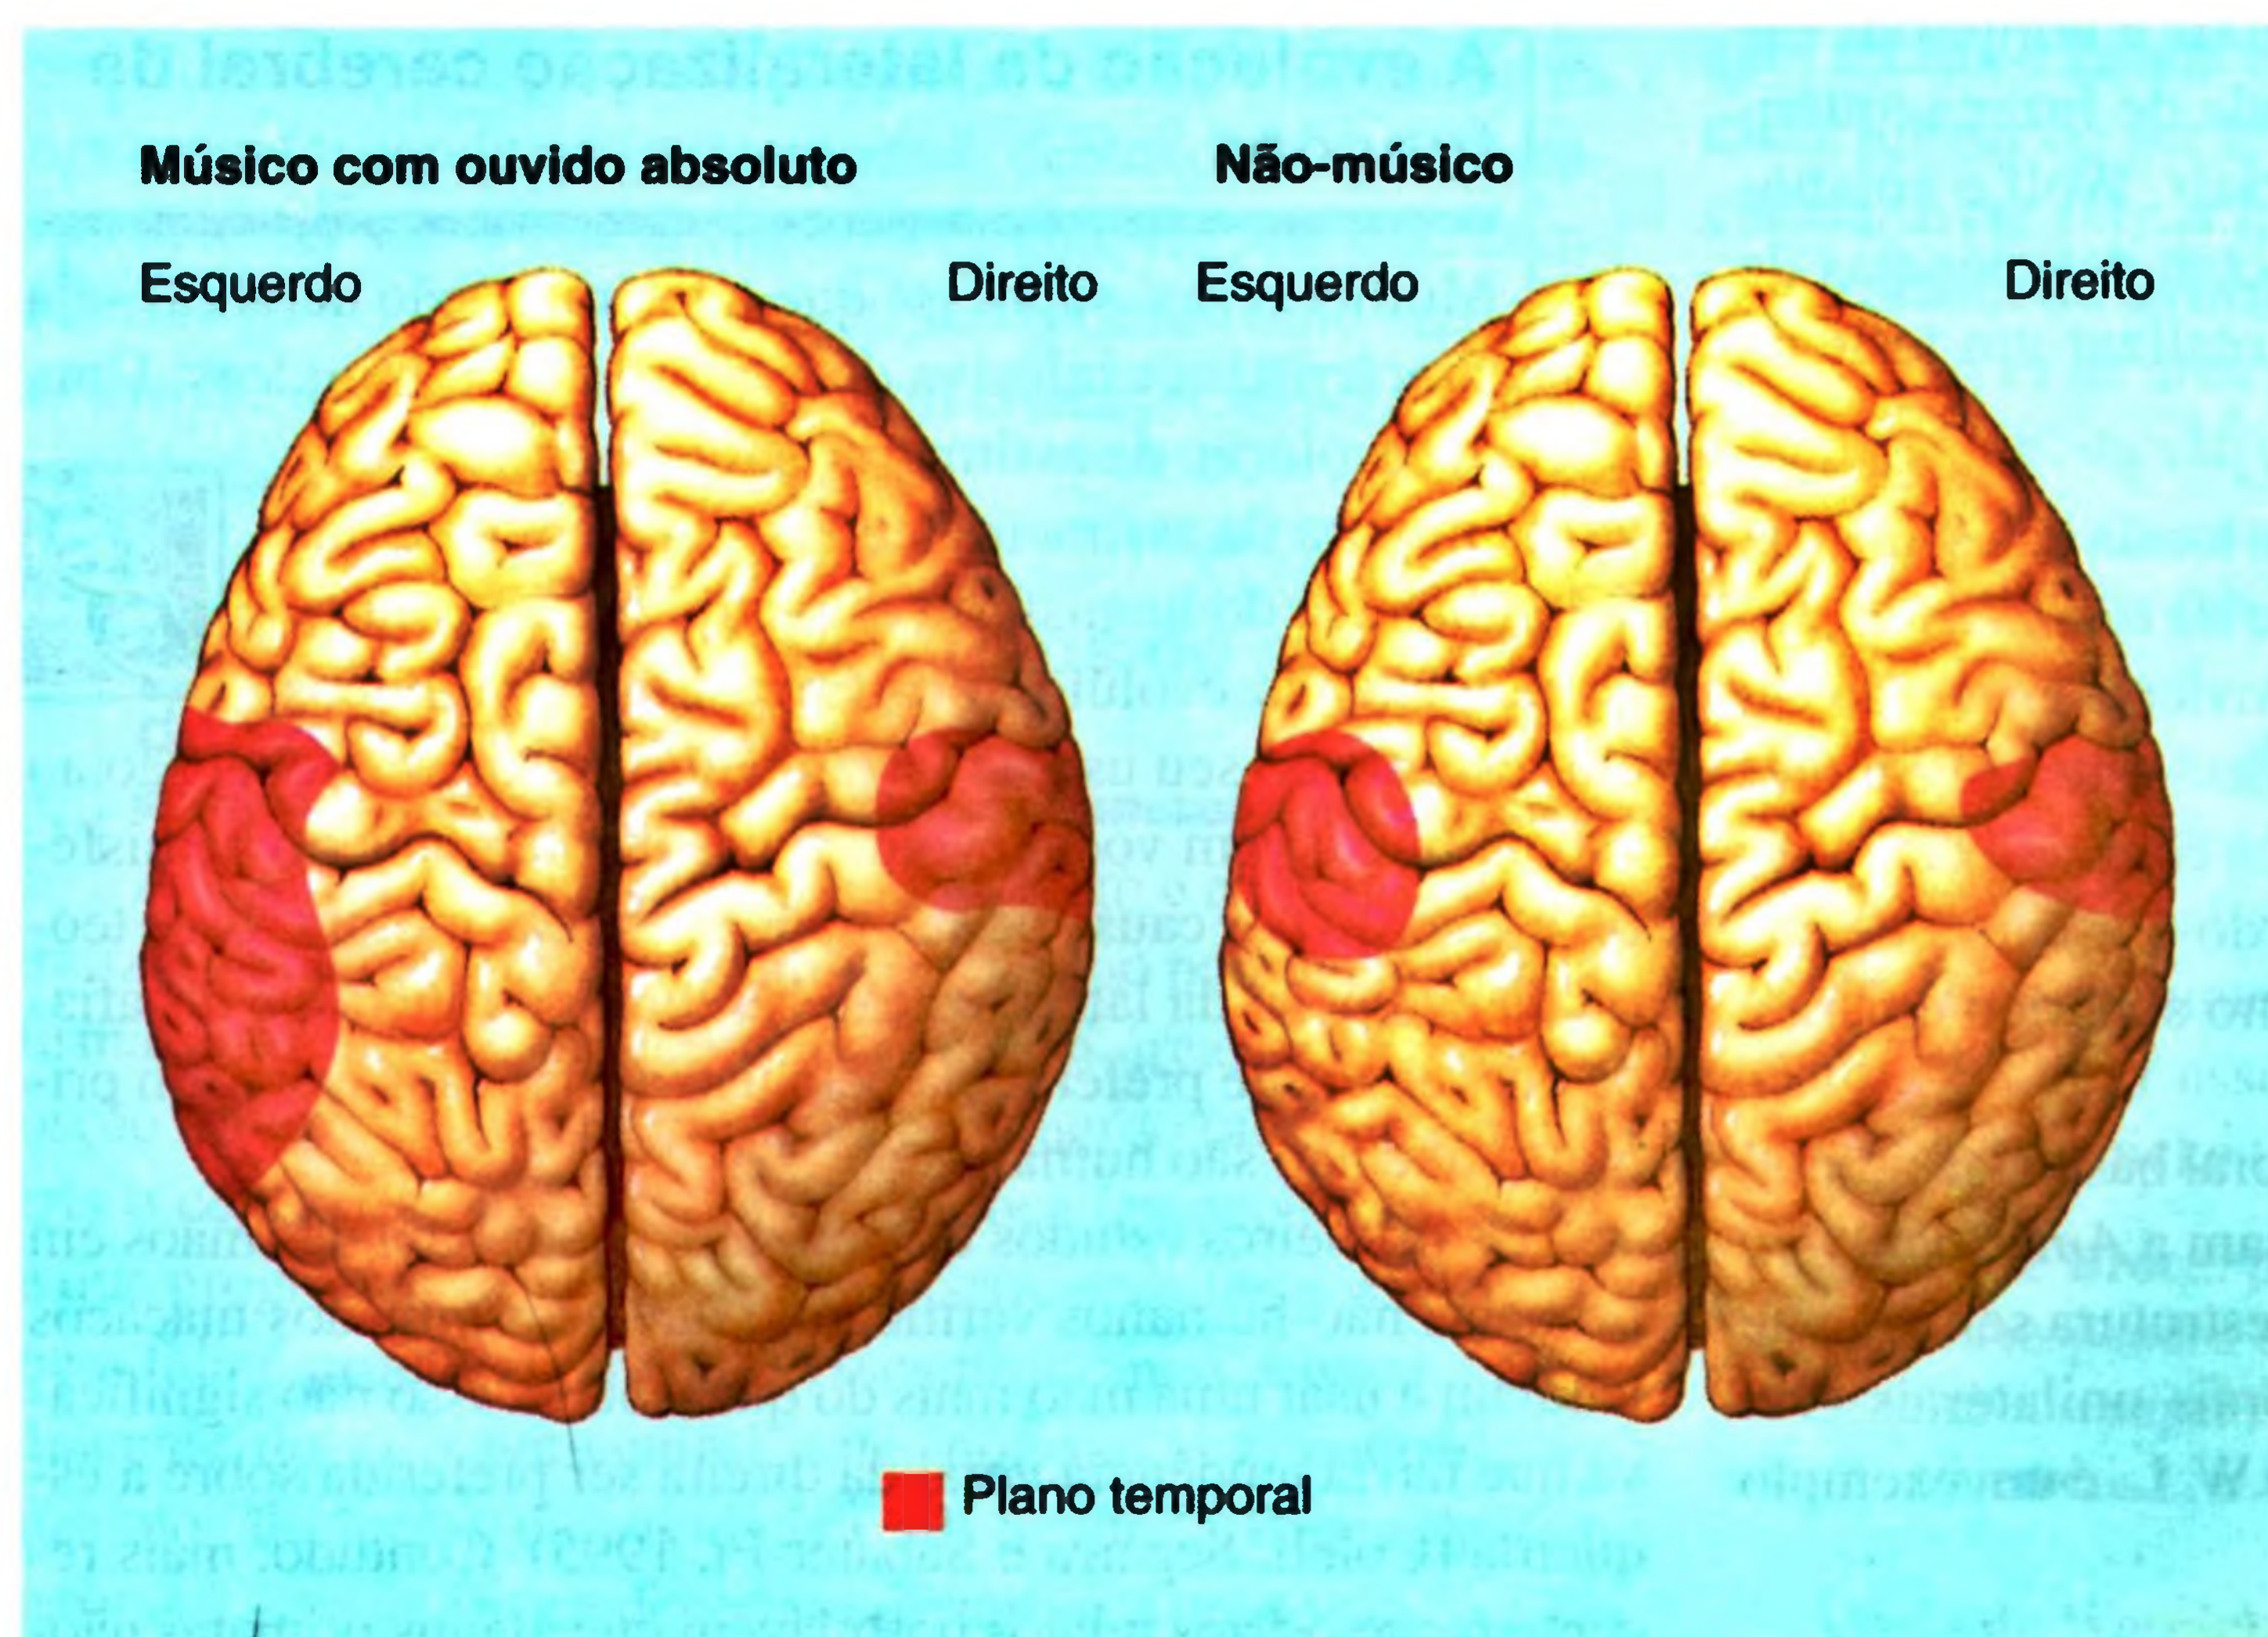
A assimetria anatômica detectada por imagem de ressonância magnética no plano temporal de músicos. Na maioria das pessoas, o plano temporal é maior no hemisfério esquerdo do que no direito. Verificou-se que a diferença é maior em músicos com ouvido absoluto do que em músicos sem ouvido absoluto ou sujeitos-controle. (Adaptada de Schlaug e cols., 1995.)
